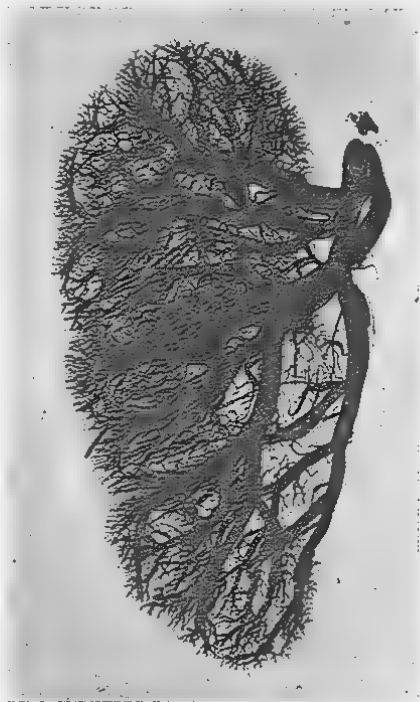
Injection des artères du rein au vermillon (LEGUEZ et PAPIN). Radiographie de MAINGOT.
